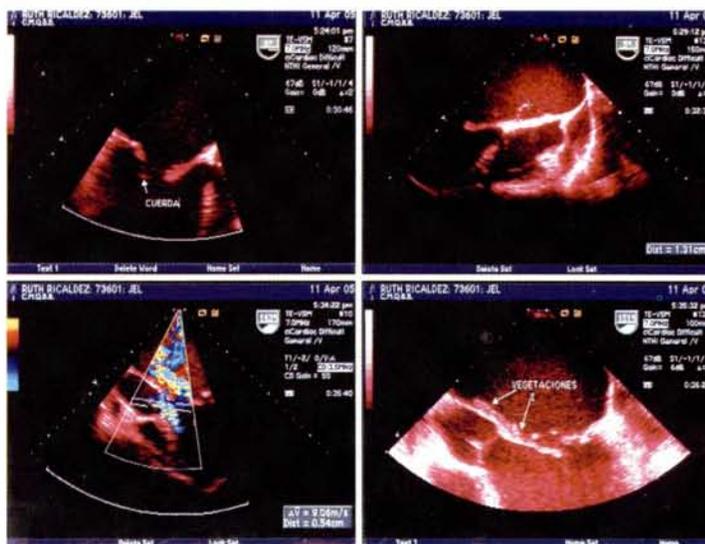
Ecocardiografía transesofágica
